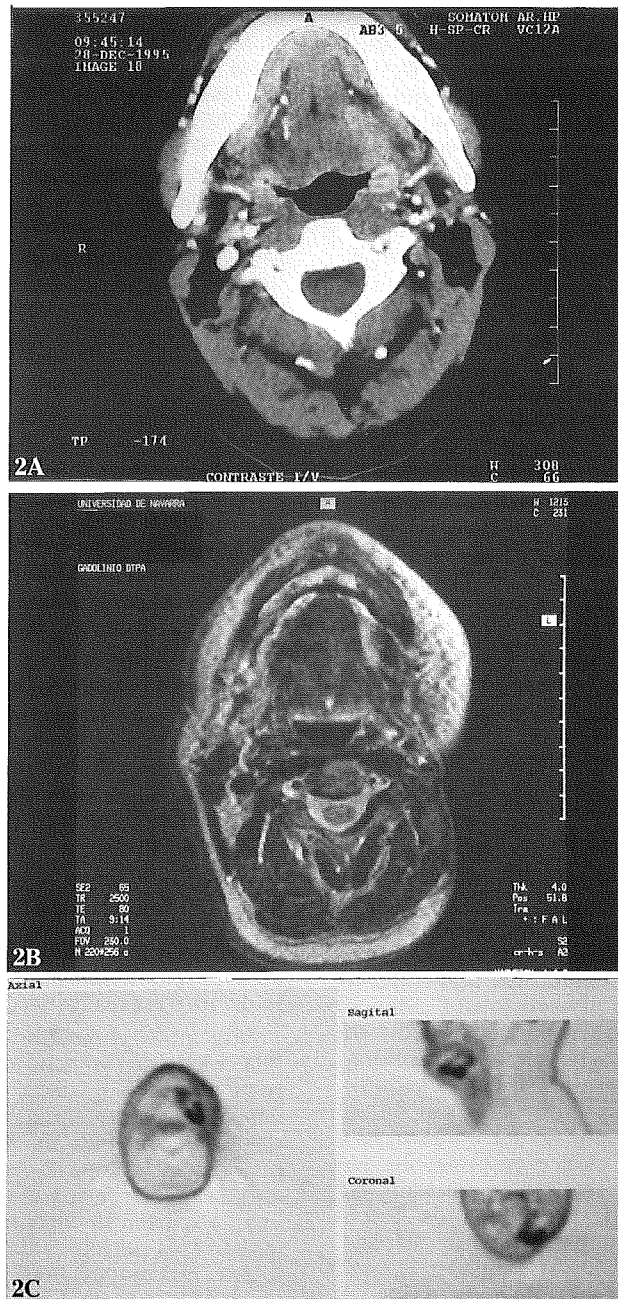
Paciente con antecedente de carcinoma epidermoide de hemilengua izquierda tratado con cirugía, radioterapia y quimioterapia, remitido un año después por sospecha de recidiva. La TAC (2 A) y la RMN (2B) fueron informadas como efecto masa en lengua de difícil valoración, no pudiendo descartar recidiva. La PET-FDG (2C) detectó un foco hipermetabólico (SUV=5.8) con hipometabolismo en su interior compatible con recidiva y necrosis central, que se confirmó posteriormente.
